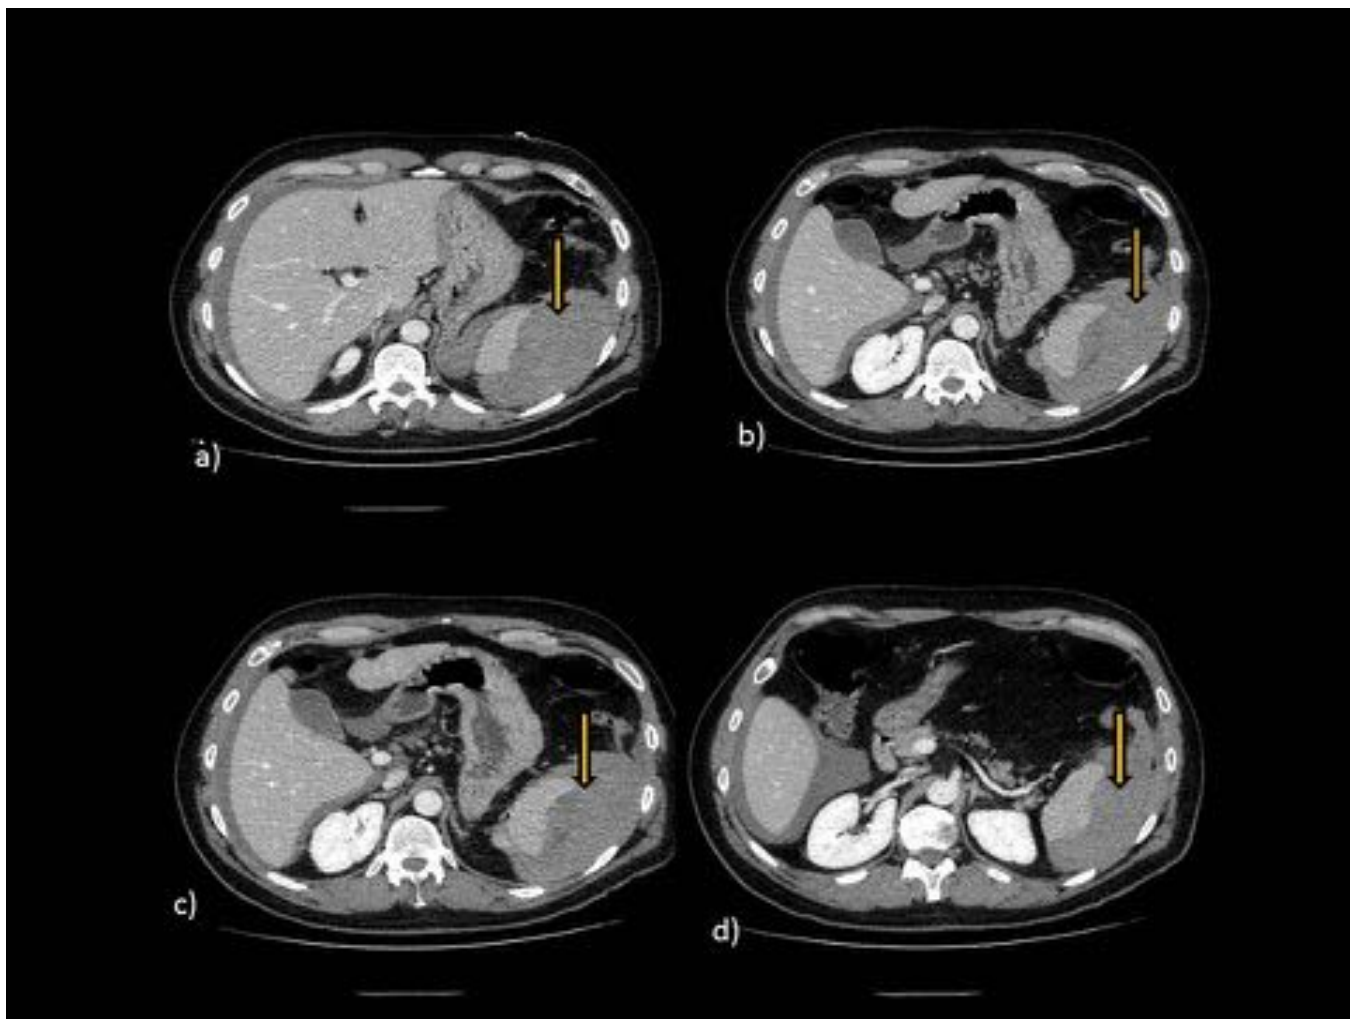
TC con CIV (mismo paciente que en fig 7). Se identifica mejor el bazo, de pequeño tamaño, con alteración morfológica y mala definición de su polo inferior, y la gran colección heterogénea sugestiva de extenso hematoma subcapsular en relación a rotura esplénica post colonoscopia. En el estudio anatomopatológico de la pieza de esplenectomía se demostró la presencia de un hematoma subcapsular difuso.
